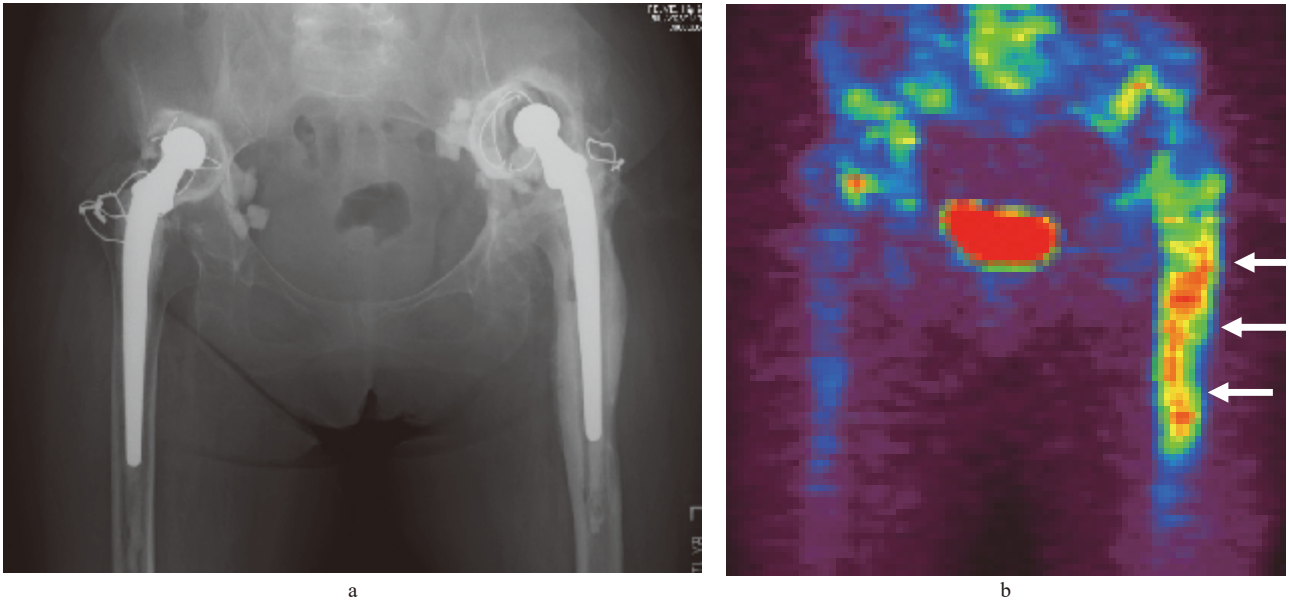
人工関節周囲感染の<sup>18</sup>F-fluoride PET 所見
